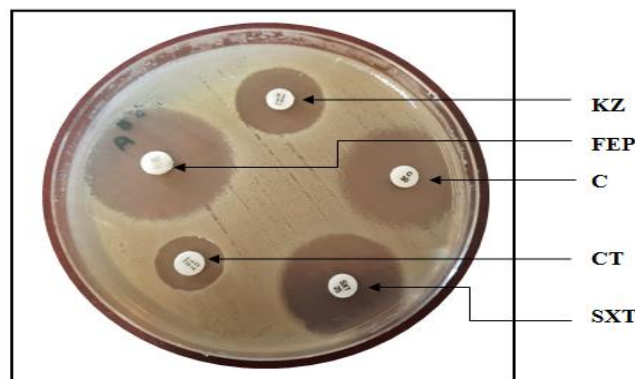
Antibiogramme d'une souche de *K.p* pour les antibiotiques KZ, FEP, C, CT et SXT sur milieu MH.
